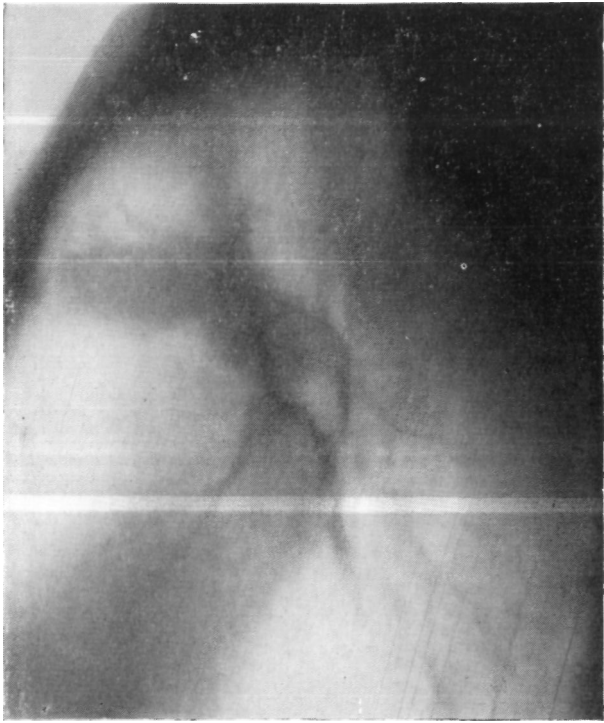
Тот же больной. Боковая томограмма левого легкого. (12 см от спины). Ателектаз 3-го сегмента, увеличенные лимфатические узлы в корне легкого.
